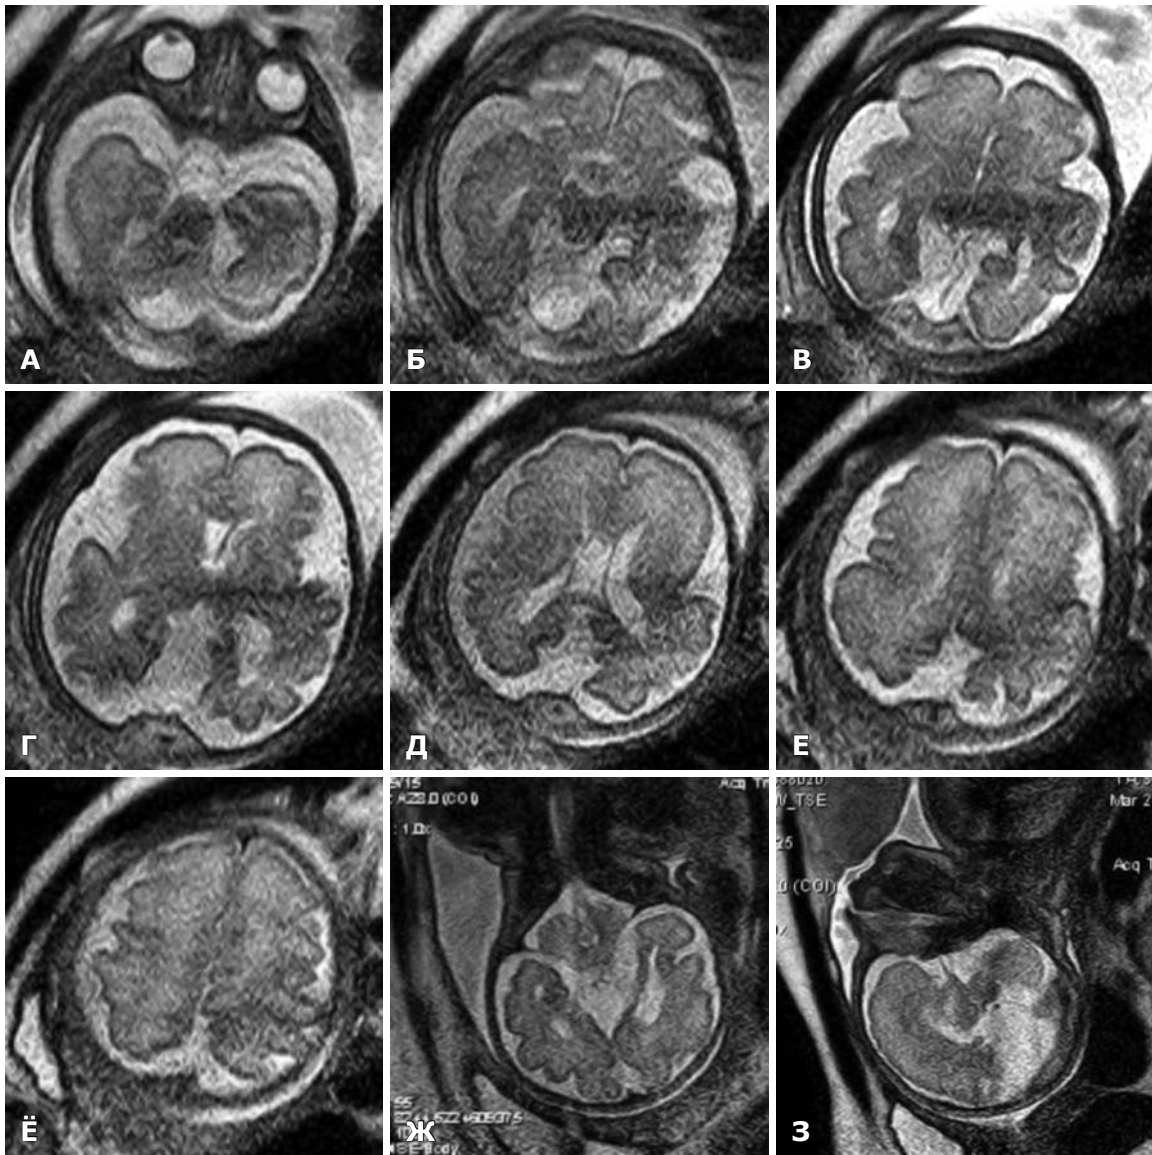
МРТ, аксиальная (А–Е), фронтальная (Ж) и сагиттальная (З) томограммы T2 ВИ, беременность 29–30 нед. Расширение задних отделов межполушарной щели и области тенториальной вырезки.
